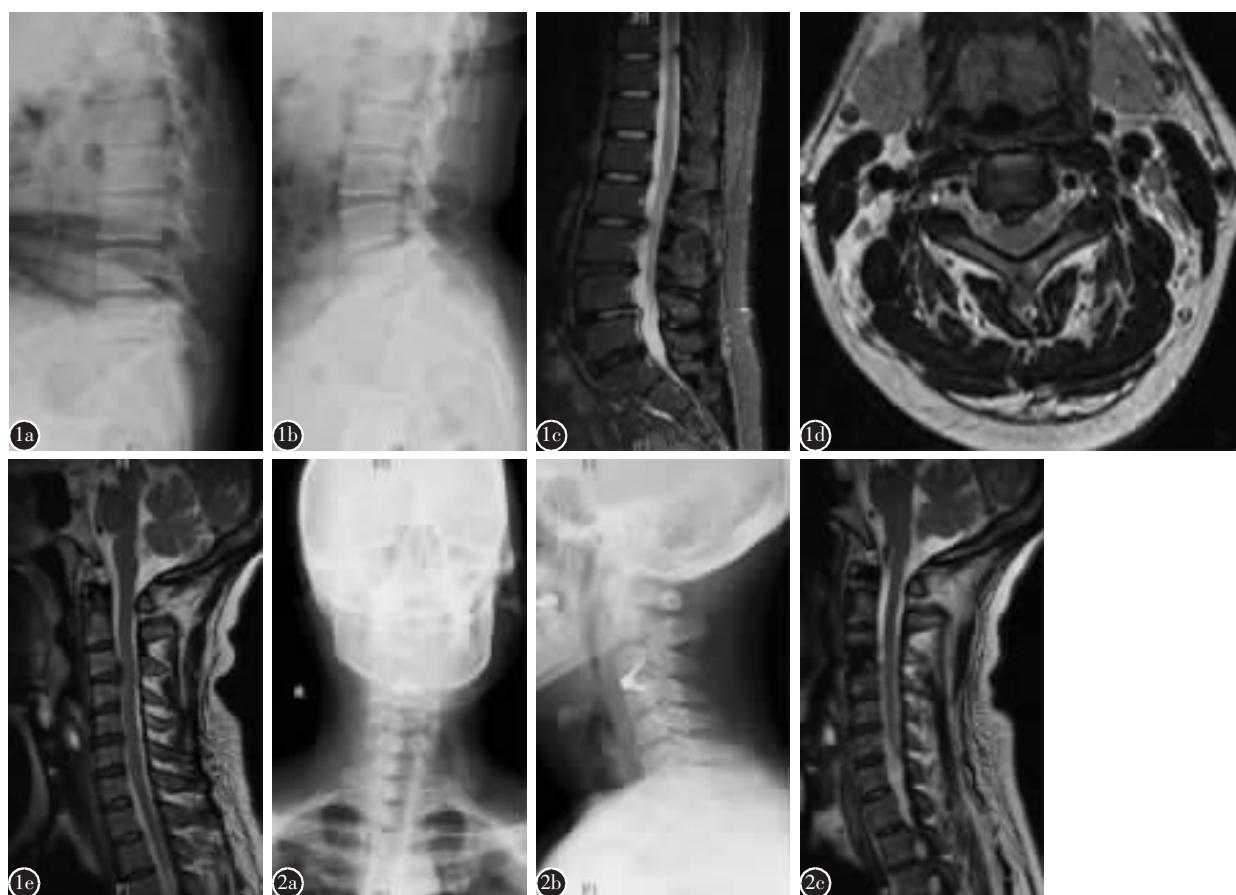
a、b 腰椎动力位 X 线片示腰椎退变,L3/4 不稳 c 腰椎 MRI T2WI 矢状位示 L2~S1 椎间盘突出 d 颈椎 MRI T2WI 冠状位示 C3/4 椎间盘髓核向后脱出 e 颈椎 MRI T2WI 矢状位示 C3/4 椎间盘髓核向后脱出, 局部椎管狭窄 图 2 a、b 前路减压术后颈椎正侧位 X 线片示内固定位置良好 c 颈椎 MRI T2WI 矢状位示 C3/4 节段脊髓及硬膜囊无明显压迫
